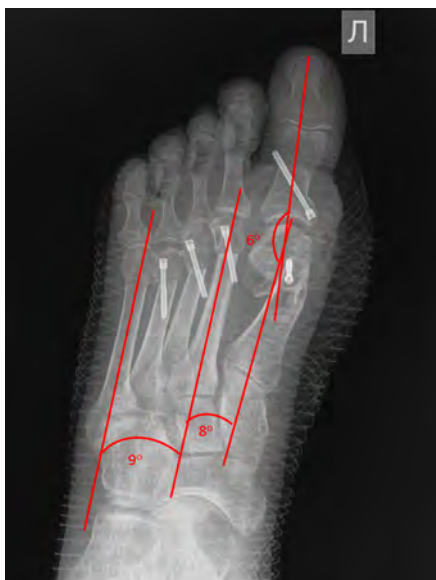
Рентгенограмма левой стопы пациентки Г. после операции.
